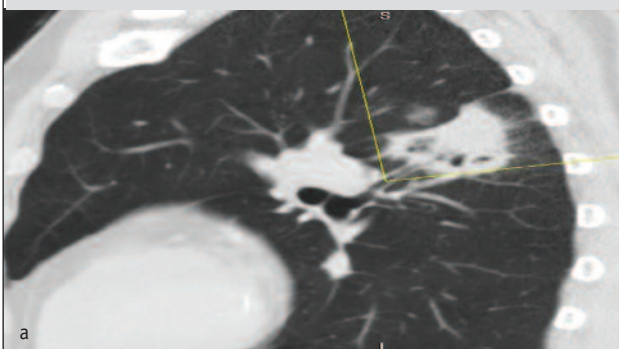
Очаговое уплотнение легочной ткани левого легкого. а) МСКТ – создается впечатление обструкции бронхов – рак? б) ВБ – сегментарные бронхи сужены, деформированы за счет поствоспалительного фиброза, проходимость – поствоспалительный фиброз легкого
